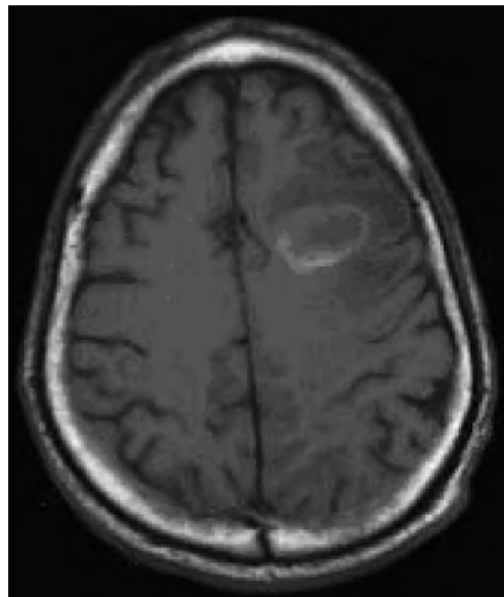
IRM en séquence T1 avec injection de produit de contraste montrant un rehaussement périphérique de l'abcès avec une zone d'œdème hypo intense périphérique.(127)
